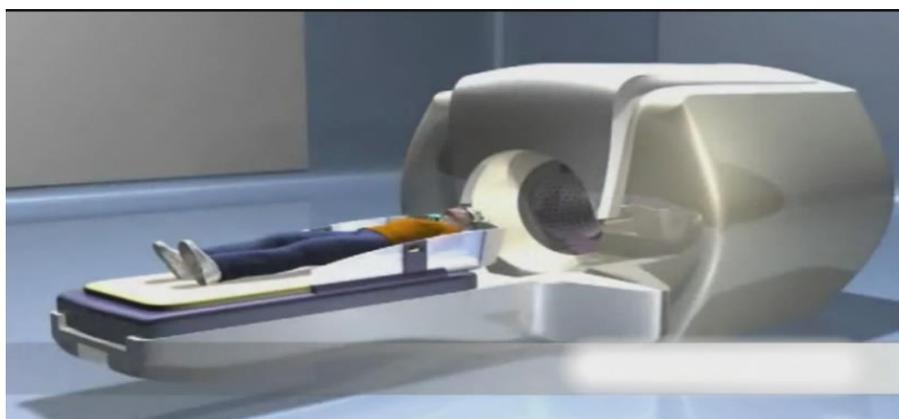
Sistema laser intersticial con resonancia magnética
